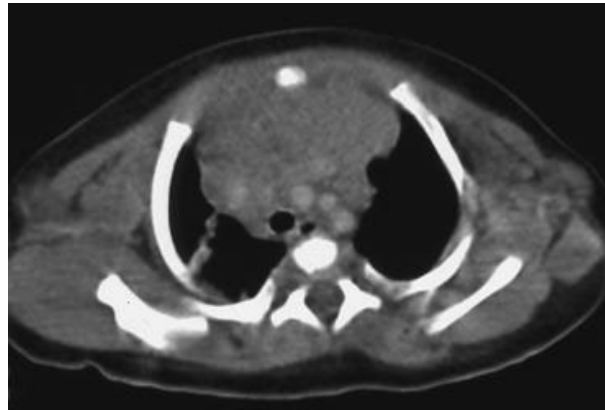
症例 8：胸部 CT 画像（縦隔条件）。初診時 1 歳代。
